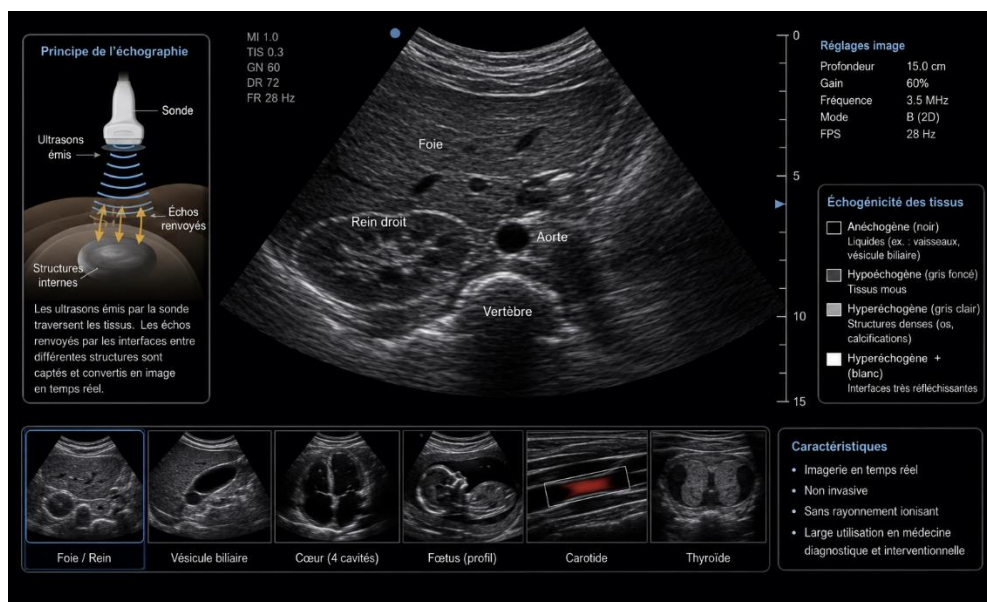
Exemple d'image échographique
